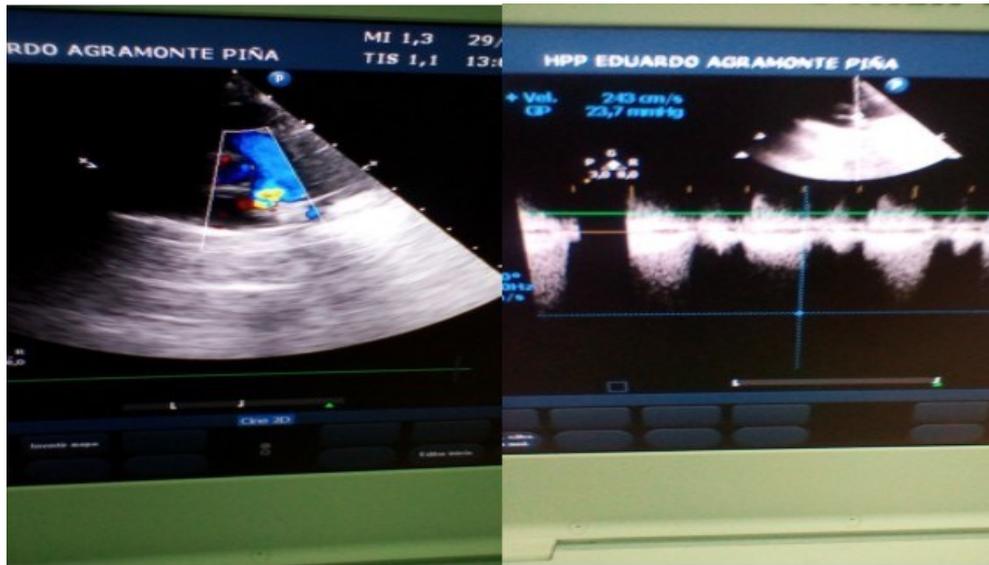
Ecocardiograma. *Situs solitus*, levocardia, levoapex. Concordancia AV y VA. Drenajes venosos normales. Función S/D normales. Flujiometría Doppler turbulencia sistólica por color en rama derecha de la arteria pulmonar con gradiente de 23.7mmHg, no HVD. (Imagen propia de los autores).
